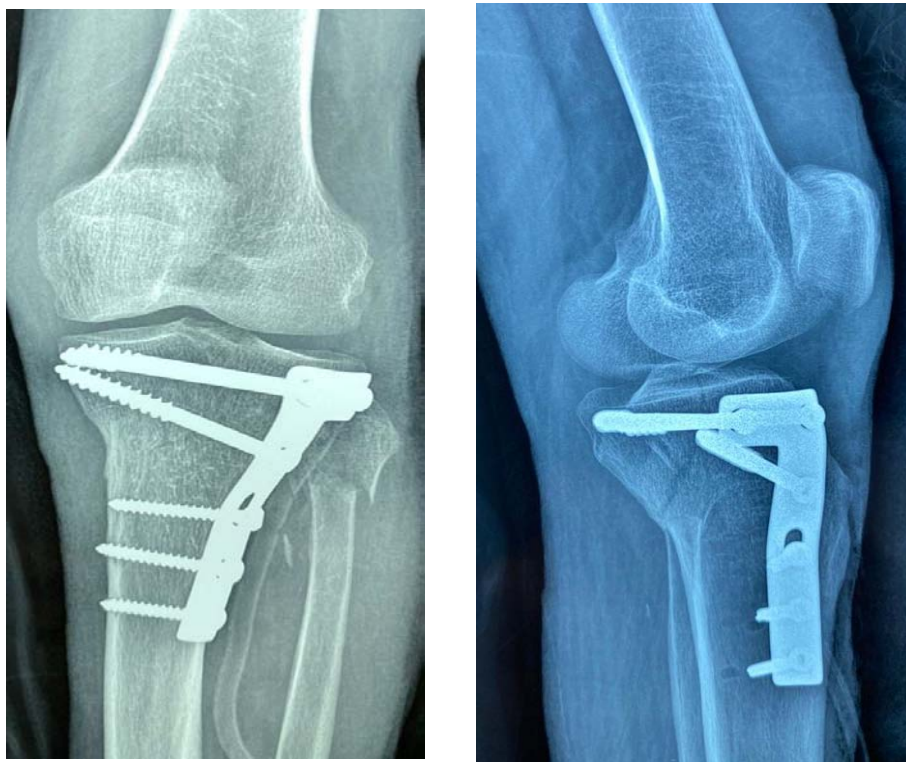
Radiographie standard face et profil d'une fracture traité par plaque vissée .
